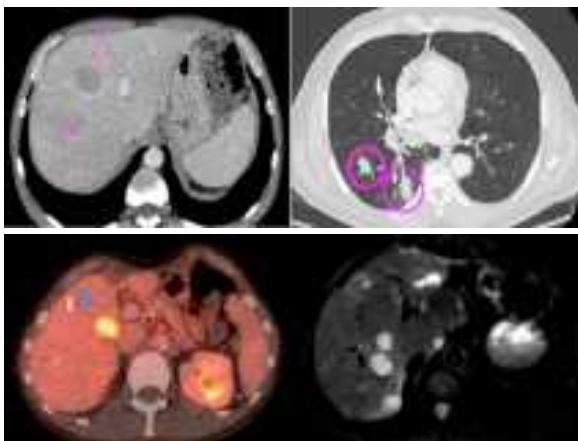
Métastases hépatiques et pulmonaires d'origine rectale (TDM injectée, TDM thoracique, TEP-TDM, IRM)
